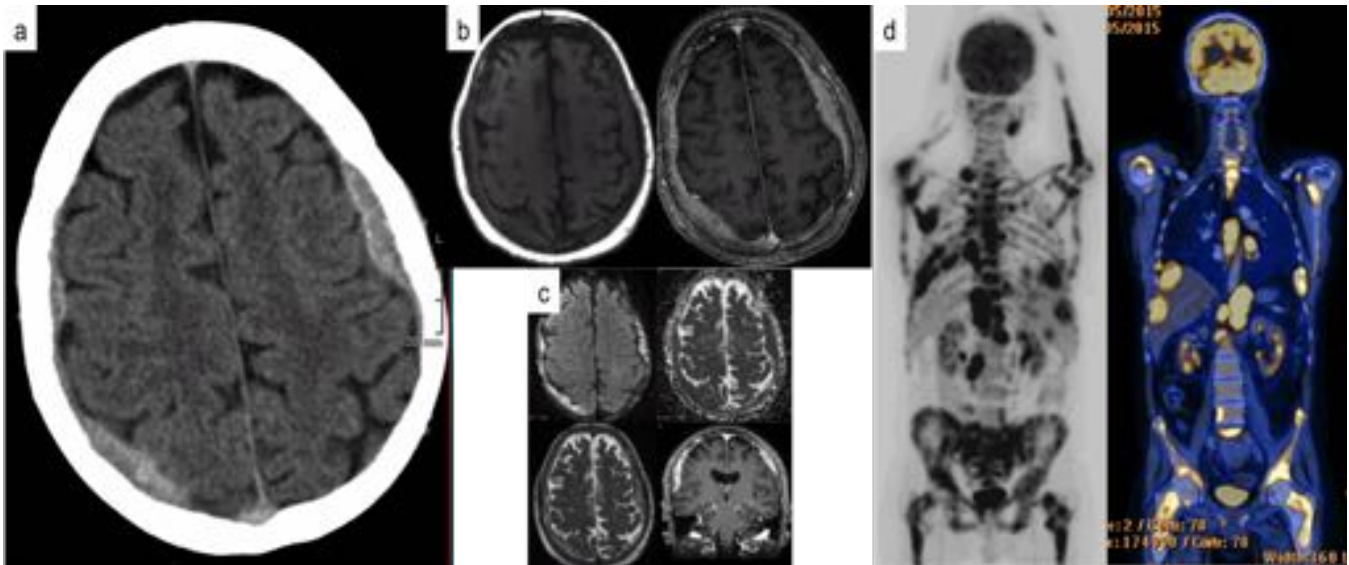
46 años con neuroblastoma anaplásico lumbosacro conocido. Masas extra-axial hiperdensas corre meningeas en ambas convexidades (a). Realce tras el contraste (b). Isointensas en T1WI, ligeramente hip restricción de difusión (c). PET-FDG mostrando numerosos focos hipermetabólicos correspondientes a n
